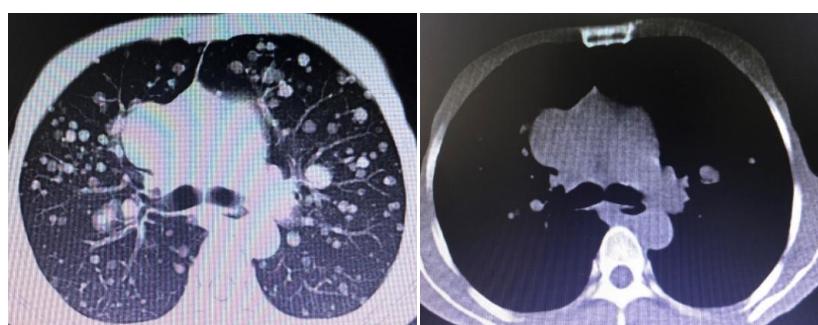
Chest CT in our hospital
